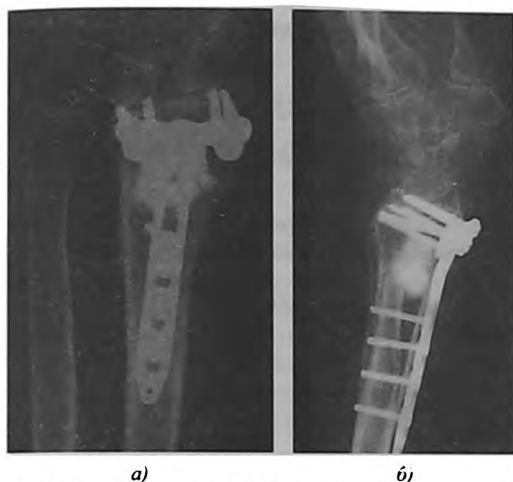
Рентгенограммы больной Ф. через год после операции в прямой (а) и боковой (б) проекциях. Отмечается консолидация перелома, сохраняется достигнутая при остеосинтезе длина лучевой кости, отмечается интеграция биокомпозита.
